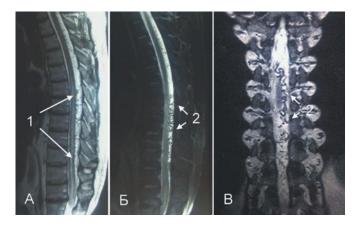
МРТ ДАВФ грудного отдела спинного мозга. МР-томограммы в сагиттальной (A, Б) и фронтальной (B) проекциях в режиме T2, определяется повышенный сигнал (стрелка 1), который свидетельствует о венозной миелоишемии с наличием мелких венозных сосудов в заднем субарахноидальном пространстве (стрелка 2).
